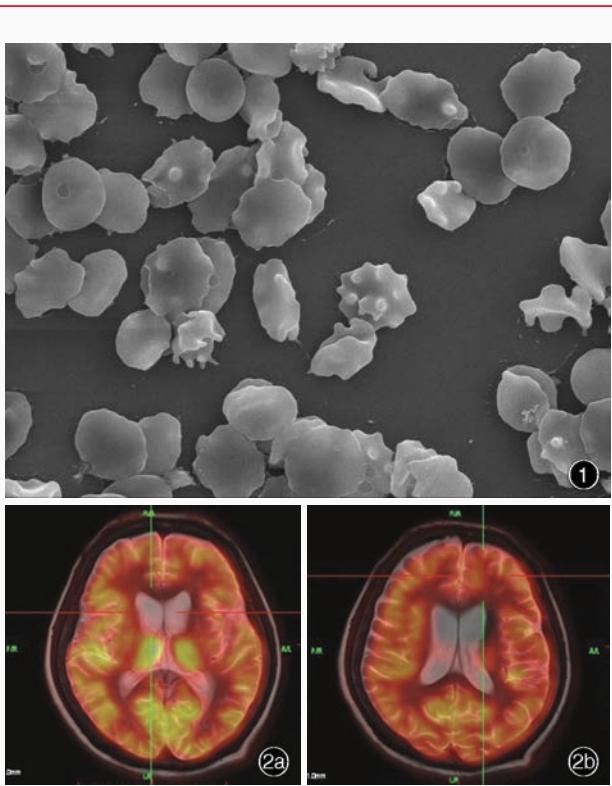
扫描电子显微镜观察可见外周血大量棘形红细胞 \times 2000 图2 ^{18}F -FDG PET显像所见 2a 双侧尾状核明显萎缩, 双侧尾状核和壳核代谢降低 2b 大脑皮质形态相对正常, 双侧侧脑室扩张
